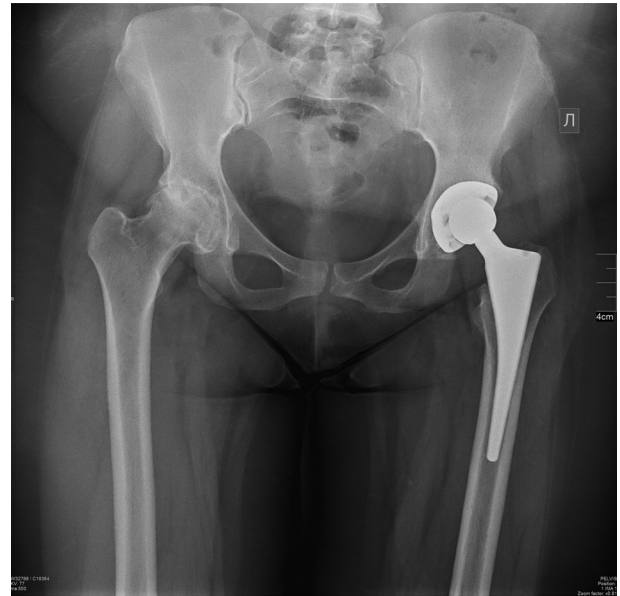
Рентгенограмма левого тазобедренного сустава пациентки В. после операции первичного эндопротезирования.
